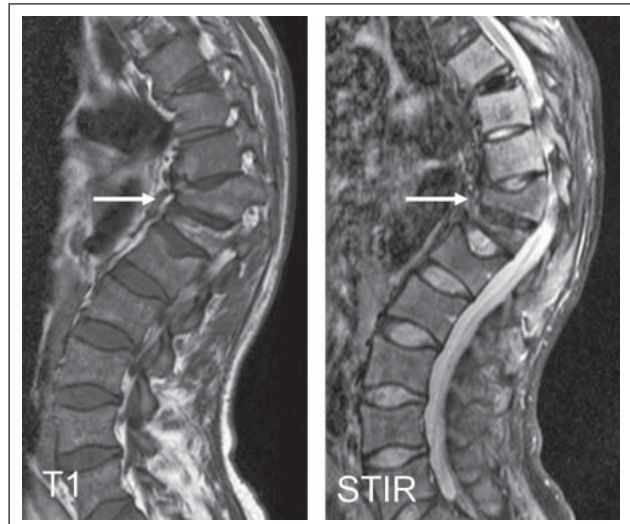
MRI T1 und STIR Wirbelsäule: Wirbelkörperfrakturen Th11 und Th 12 mit Kyphoseknick (Pfeil). Verminderte Signale der Wirbelkörper in den T1- und STIR-Sequenzen typisch für ausgedehnte Markinfiltration bei Mb. Gaucher.
